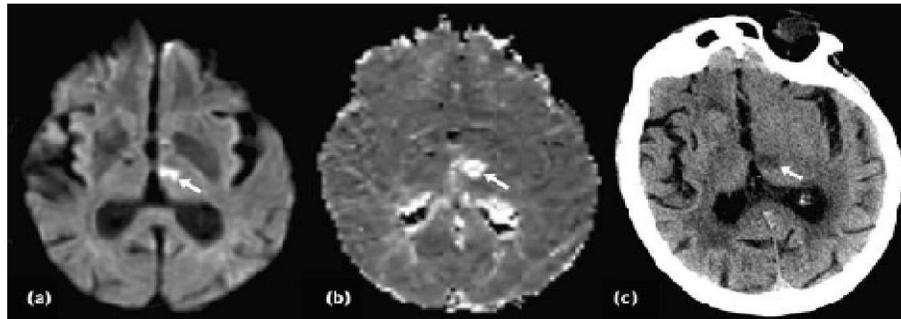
Matched diffusion and perfusion abnormalities. An early DWI image (a) shows an acute infarct in the left thalamus. An MTT map (b) shows a small perfusion abnormality that is no larger than the diffusion abnormality. When diffusion and perfusion lesions are matched, there is usually minimal if any infarct extension. Indeed, in this case, a follow-up CT scan (c) shows no enlargement of the infarct.
